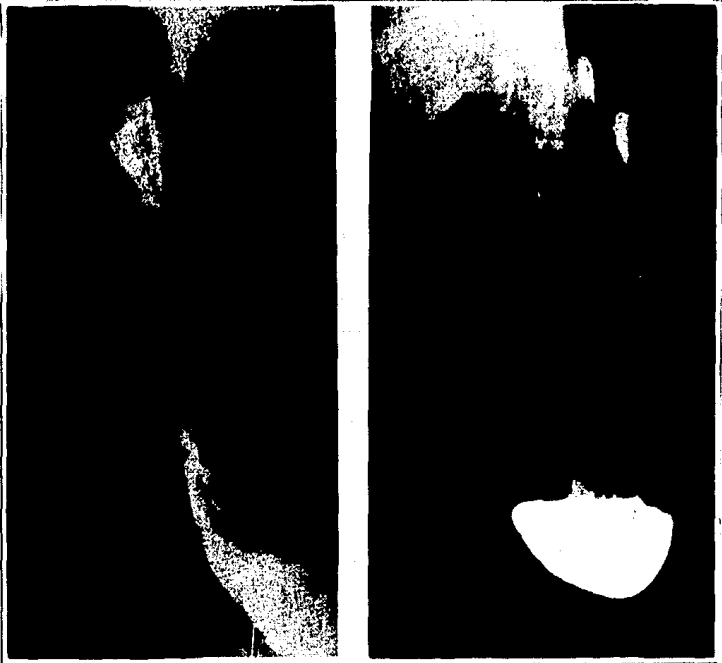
Radiografías de tórax con diversos grados de elevación de hemidiafragma derecho, por abscesos hepáticos amibianos.
